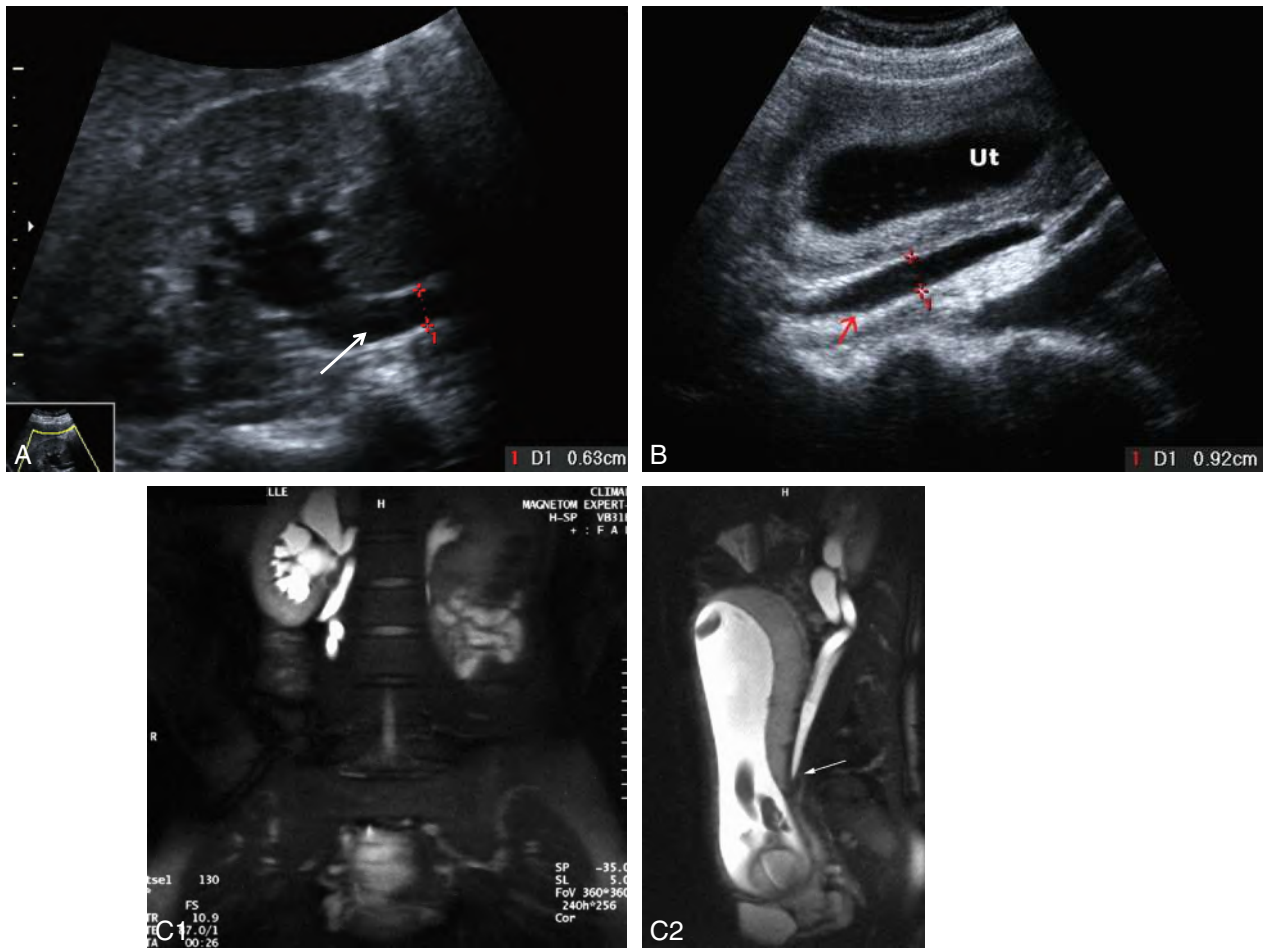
Dilatation physiologique (hypotonie) de la voie excrétrice urinaire droite, à 4 mois de grossesse. a. Bassinet bien visible en coupe frontale, calices non dilatés, uretère lombaire (→) bien visible en raison de l'hypotonie. b. L'uretère lombaire hypotonique (→) mesure 9 mm de diamètre et il est bien visible à travers la fenêtre liquide du bord droit de l'utérus (Ut). c. Uro-IRM (coupe frontale et coupe sagittale droite) montrant la dilatation des voies urinaires supérieures liée à l'hypotonie et la compression urétérale par l'utérus gravide au niveau du détroit supérieur (→).
